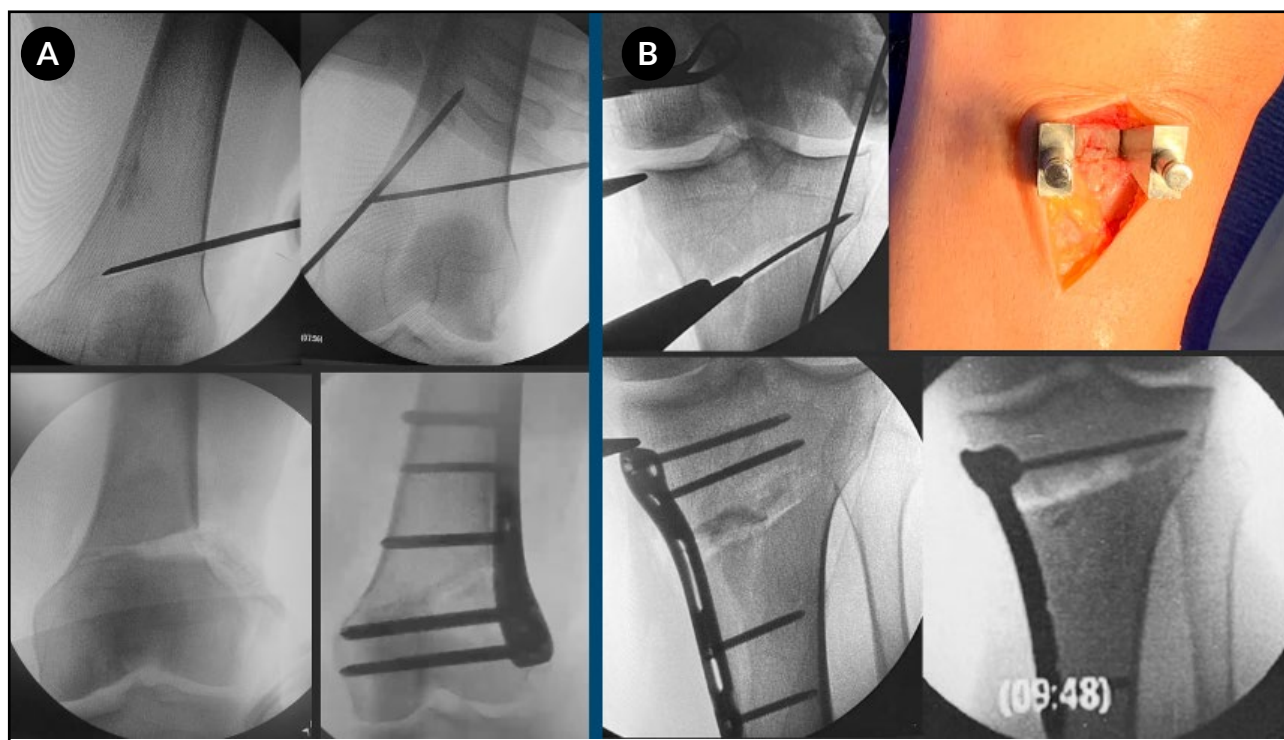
A) Radiografías intraoperatorias de la osteotomía femoral distal lateral sustractiva (L-DFO): posicionamiento de las clavijas de Kirschner, extracción de la cuña ósea, posición de la placa y control final. B) Radiografías intraoperatorias de la osteotomía tibial proximal medial de apertura (M-HTO): posicionamiento de las clavijas de Kirschner, osteotomía con sierra oscilante y escoplos, colocación de injertos óseos, posición y fijación con placa.
